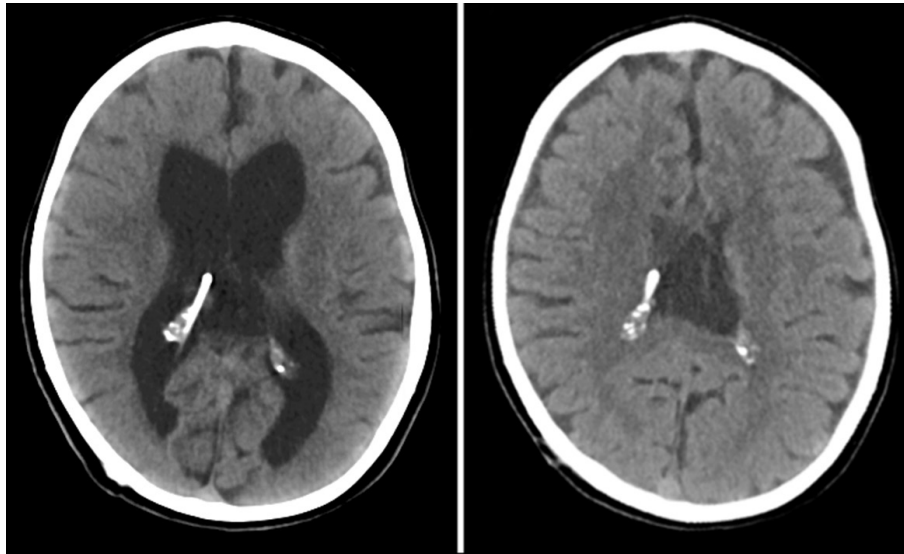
a, b. Preoperative axial computerized tomography scan of the brain shows the ventricular dilatation (a), and resolution of the dilatation after manually operating the dysfunctional shunt (b).
